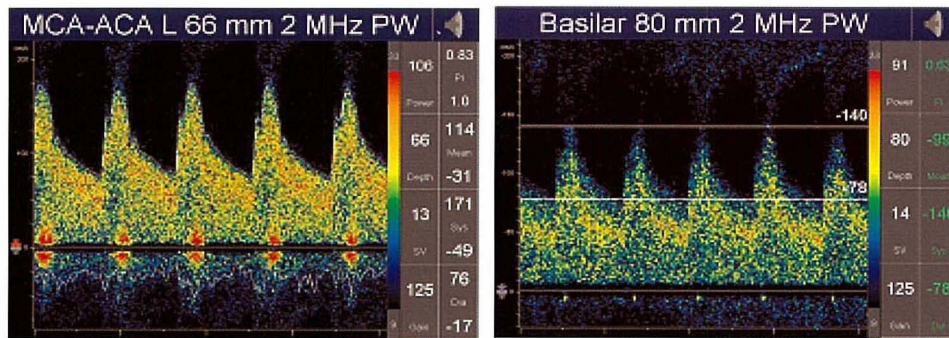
Transcranial Doppler findings of a patient. Abnormally increased mean flow velocity within the middle cerebral artery and basilar artery.
